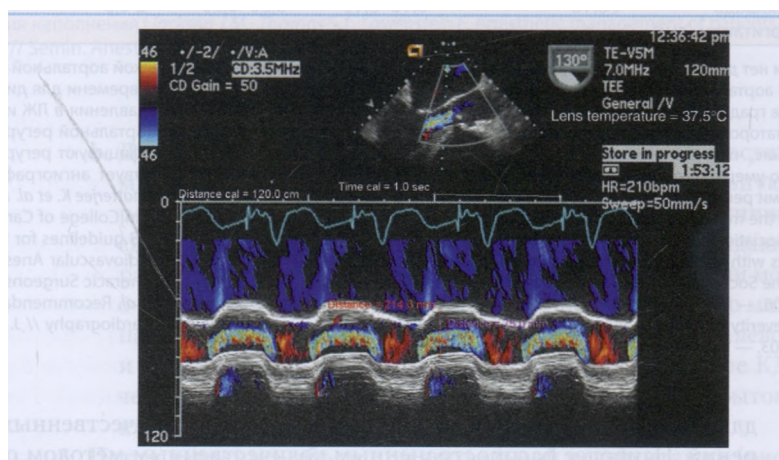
Оценка аортальной регургитации с помощью цветного М-режима. В среднеплоскостной проекции аортального клапана по длинной оси производится измерение ширины потока регургитации и ВТЛЖ. Их соотношение может быть использовано для оценки степени аортальной регургитации (A Practical Approach to Transesophageal Echocardiography / Eds. A.C. Perrino, S.T. Reeves. — 2nd ed. — Philadelphia, PA: Lippincott Williams J I Wilkins, 2008. — P. 232, Figure 11.4)
